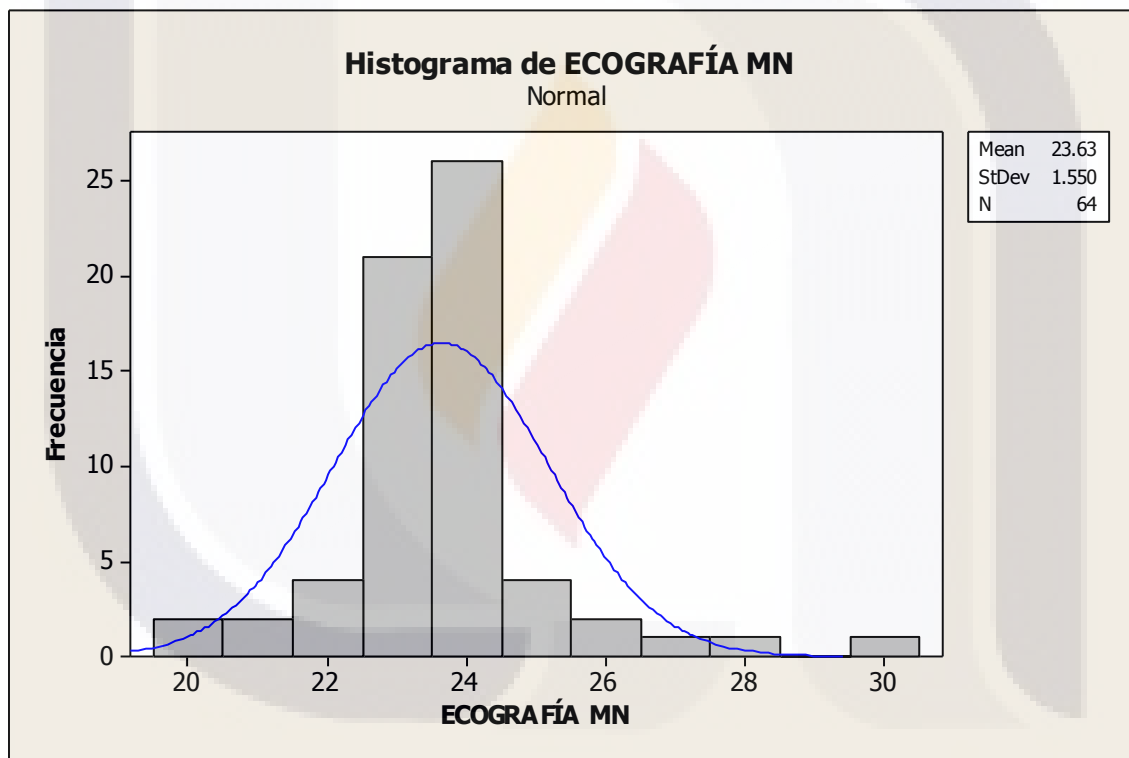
Representación de la ecografía de los individuos masculinos normales.
